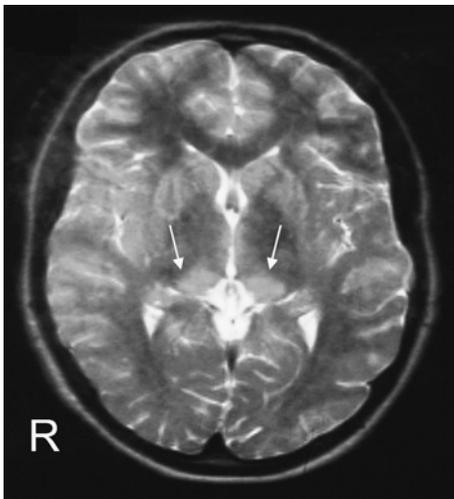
変異型 CJD. MRI T2 強調画像. 両側の視床枕 (矢印) に高信号がみられる (pulvinar sign).
